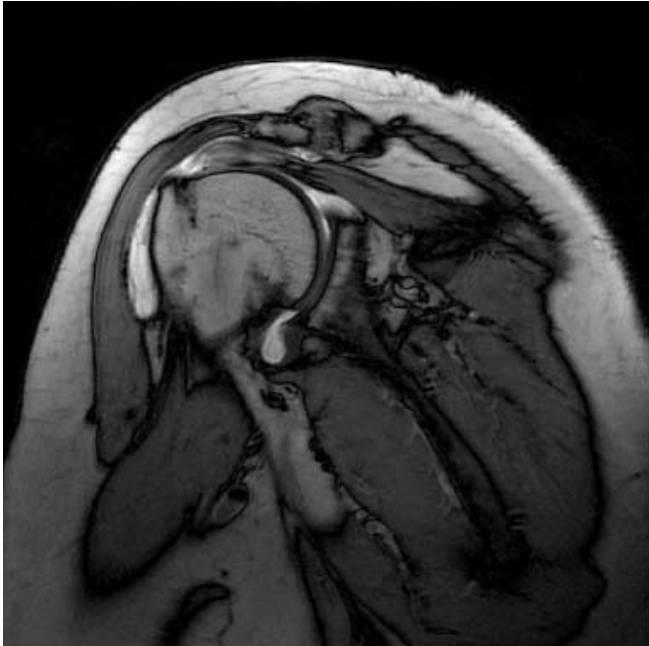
Das MRT mit Protonengewichtung zeigt einen Partialriss der Supraspinatussehne mit deutlicher Ergussbildung in der Bursa subakromialis.
